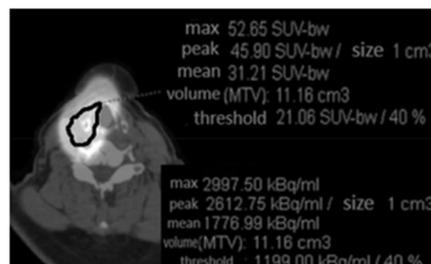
甲状腺床のROIの一例。Syngo.viaを用いてSUVとkBq/mlが自動的にセグメンテーションされる。ROIは太線で示されている
